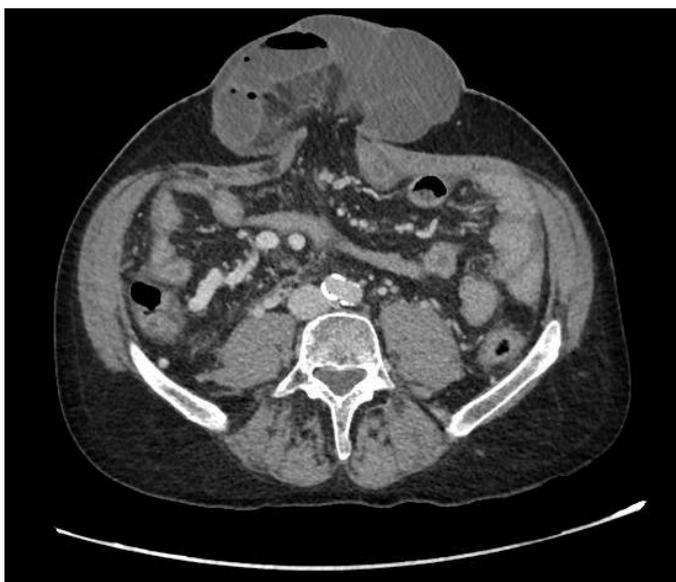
Pruebas complementarias. TC abdomen.
